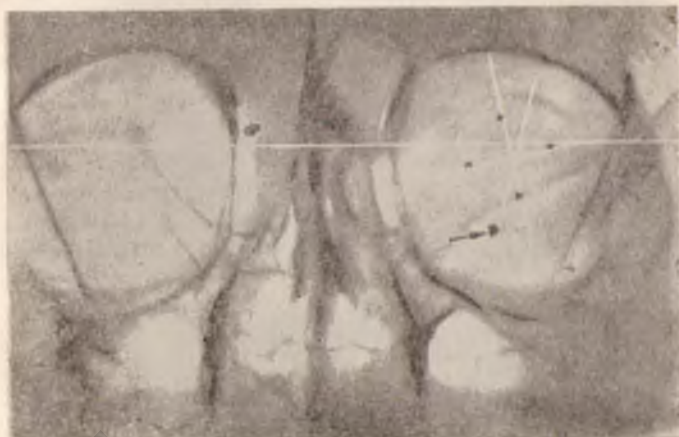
Определение положения инородных тел в глазу на рентгенограмме.
